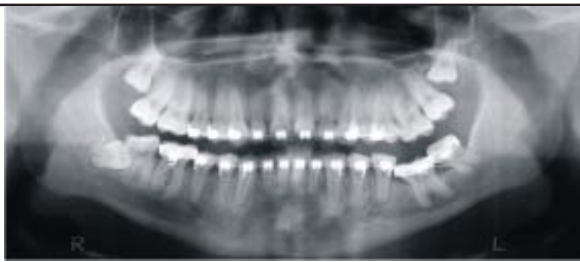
Radiografia panorâmica realizada 03, anos após a cirurgia.
